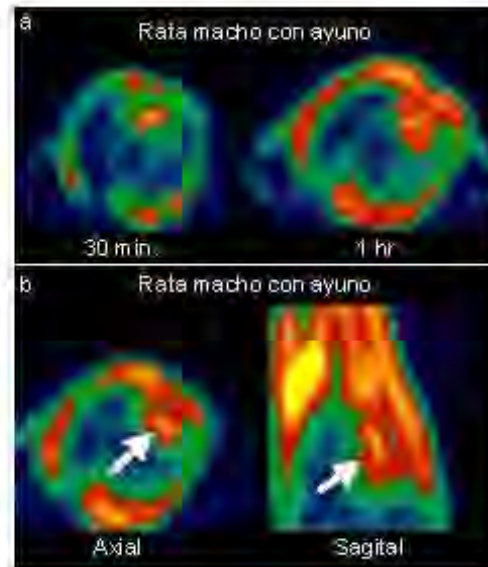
Cortes axiales de ^{18}F -FDG con ayuno + carga oral de glucosa, a los 30 y 60 minutos. Se aprecia una adecuada captación del radiofármaco, sin embargo en comparación con las imágenes del protocolo 1, se observa una mayor distribución por tejidos blandos del tórax (a y b), así como músculos paravertebrales y grasa parda (c).
